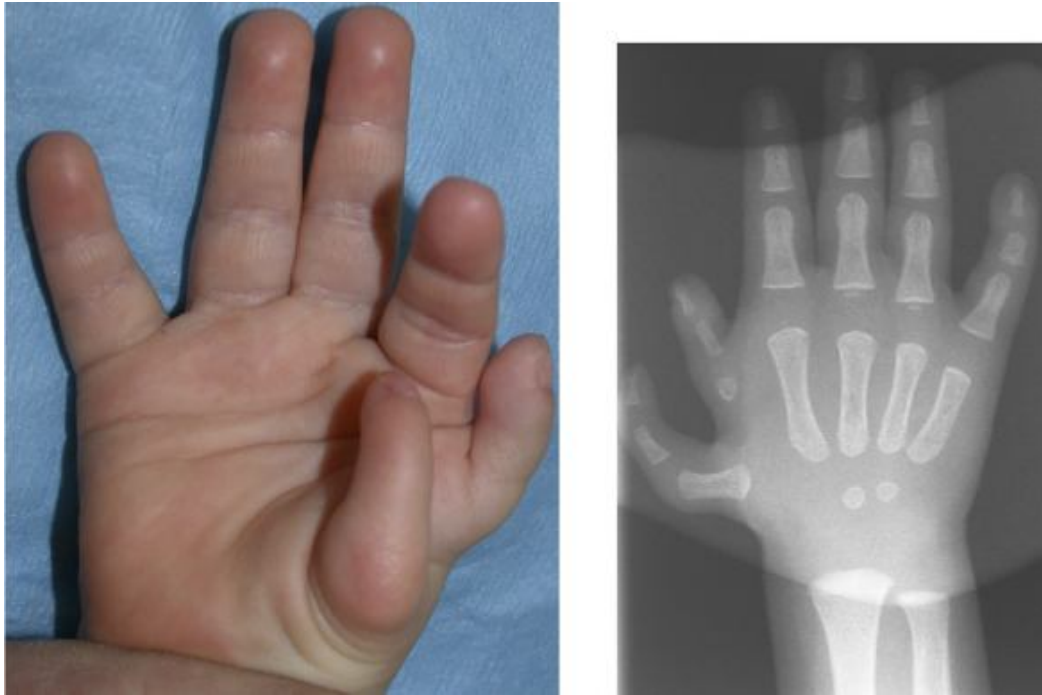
Polydactylie radiale, A : photo montrant une duplication du pouce difficile à classer en utilisant la classification de Wassel, B : radiographie de face de la même main. ^[38]
